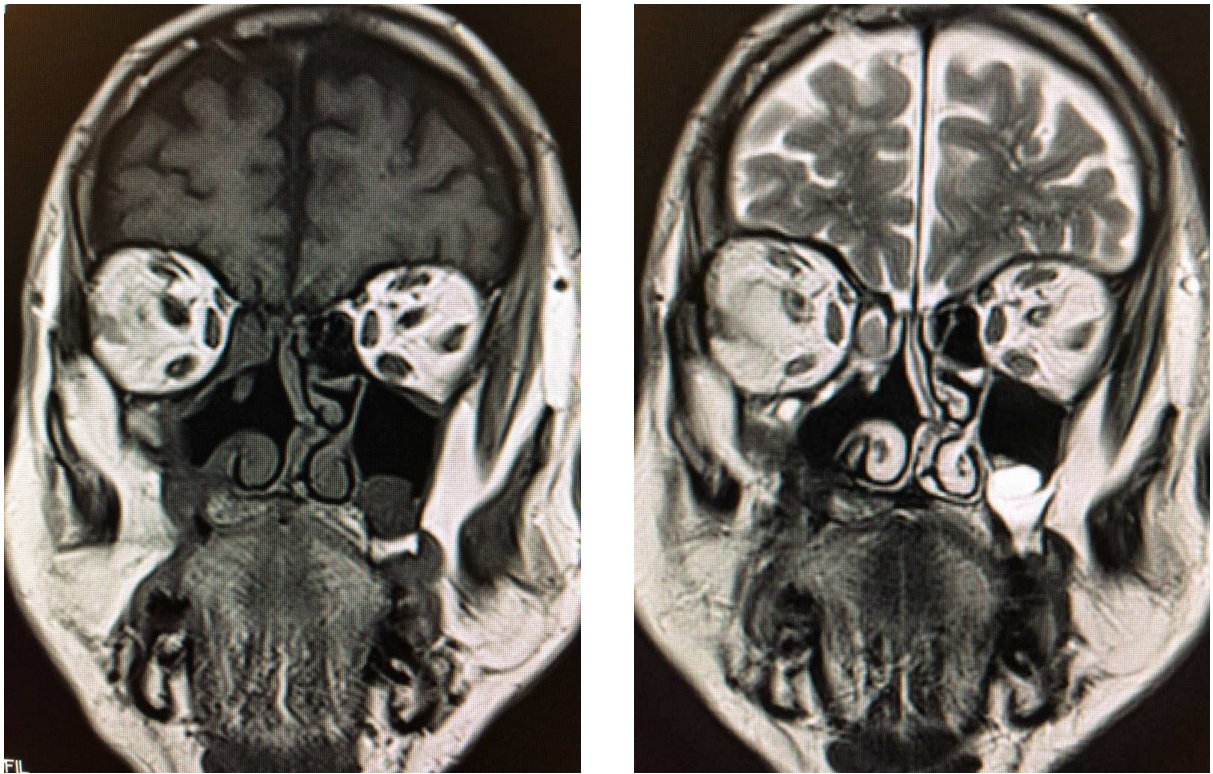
Coupe coronale IRM post opératoire à 1 an – Service ORL CHRU Lille Drs Mortuaire, Langlois, Lacheretz(80).
